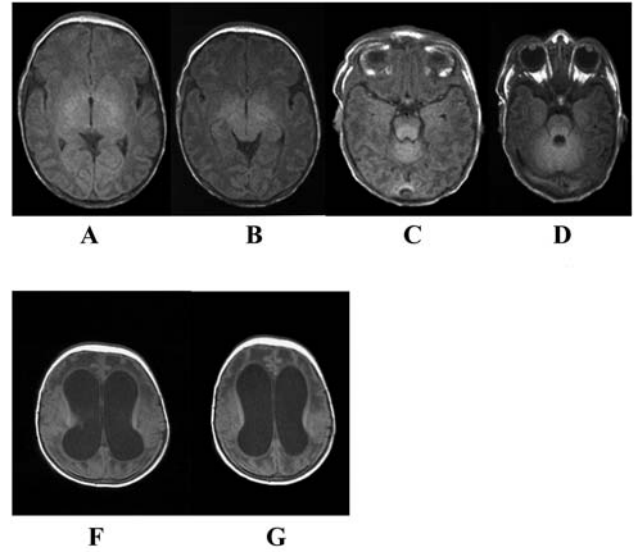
Imagenes de RMN a los 18 días de vida (A-D) y a los 53 días de vida (E-F)
